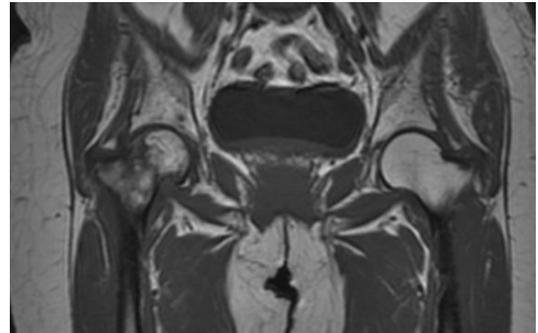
b 前医初診時の股関節単純 MRI T1 強調像
